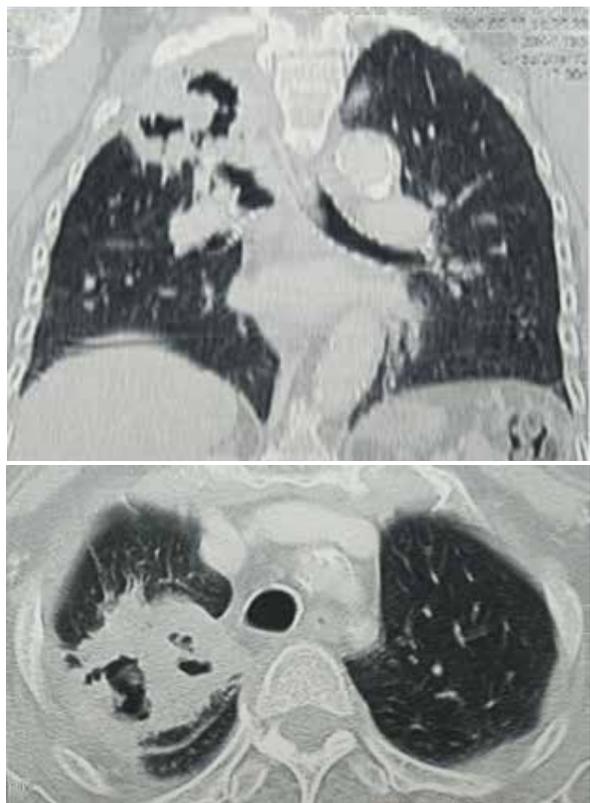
Tomografía computarizada de tórax. Opacidad heterogénea en la región apical derecha de 6 cm x 6 cm, sólida, con cavitación en su interior.
